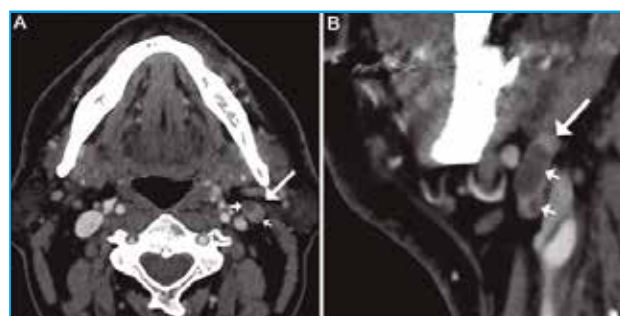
TC volumétrico de cuello, realizado después de la administración de contraste, completado con reconstrucciones en los planos axial (A) y sagital (B), a un varón de 54 años de edad, portador de un carcinoma epidermoide de origen desconocido, en el que se objetivan pequeños focos hipocaptantes subcapsulares (flechas pequeñas) en una adenopatía (flecha grande) localizada por palpación en el nivel IIA izquierdo, que corresponden a micrometástasis posiblemente llegadas por vía linfática.
